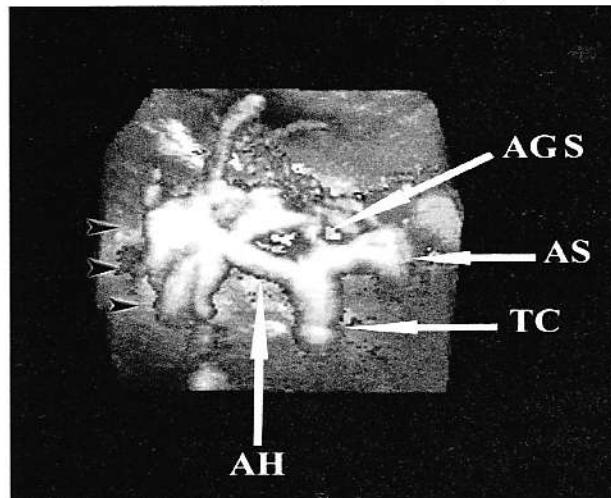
Vascularizație la un pacient cu limfom pancreatic: modul de randare ecoangiografie tridimensională power Doppler. TC = trunchiul celiac; AS = artera splenică; AGS = artera gastrică stângă; AH = artera hepatică. Ghemurile de neovascularizație tumorala sunt indicate prin vârfuri de săgeată (negre).
